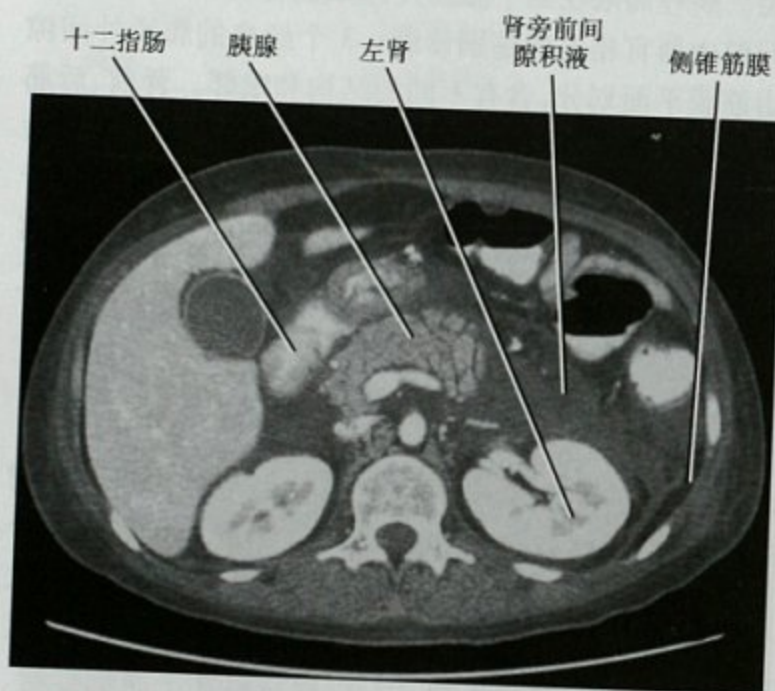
横断位增强 CT 扫描, 急性胰腺炎患者肾旁前间隙积液
